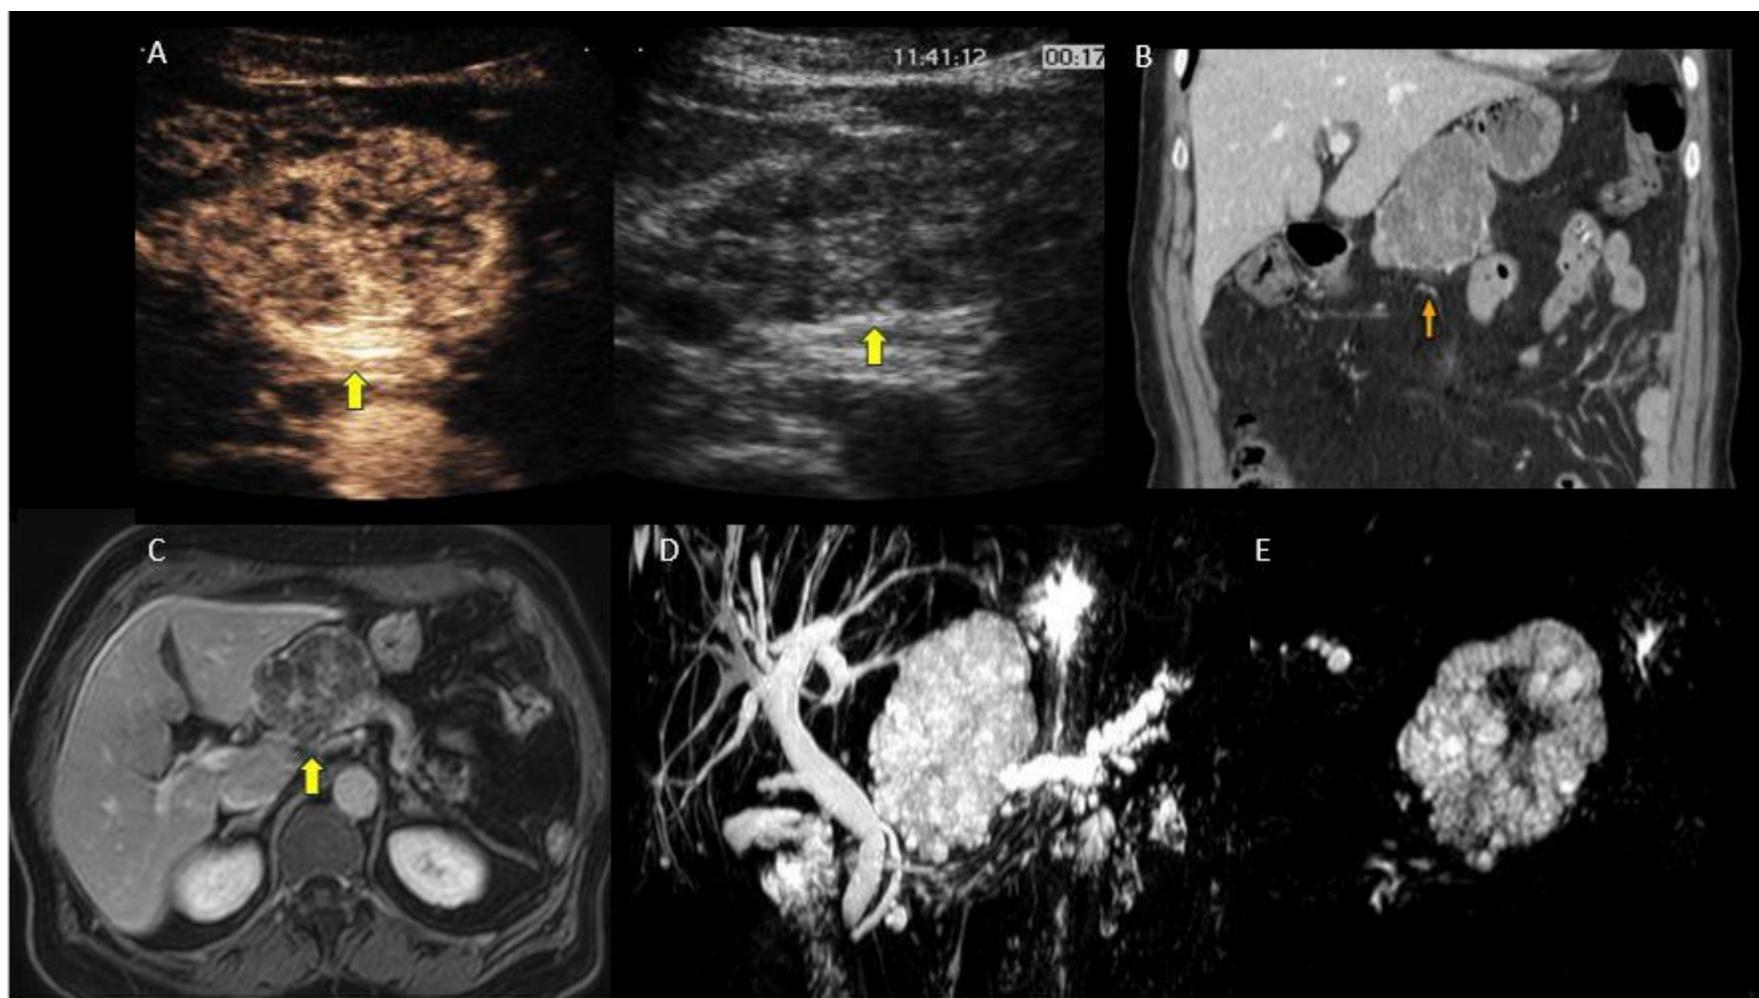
Neoplasia quística serosa. Mujer de 73 años. A) Hallazgo incidental de masa pancreática en estudio de ecografía abdominal. Se visualiza masa de 6x4 cm en cuerpo pancreático, bien definida, sólida, con pequeñas zonas quísticas internas. Tras inyección de contraste se observa realce intenso de la masa, observándose pequeñas zonas quísticas hipocaptantes, hallazgos que sugieren neoplasia quística serosa. B) Imagen de TC en fase venosa y plano coronal. Lesión heterogénea de aspecto quístico con múltiples septos. C) RM secuencia T1, D y E) reconstrucción volumétrica MIP donde se visualiza la cicatriz central, hallazgos compatibles con neoplasia quística serosa.
